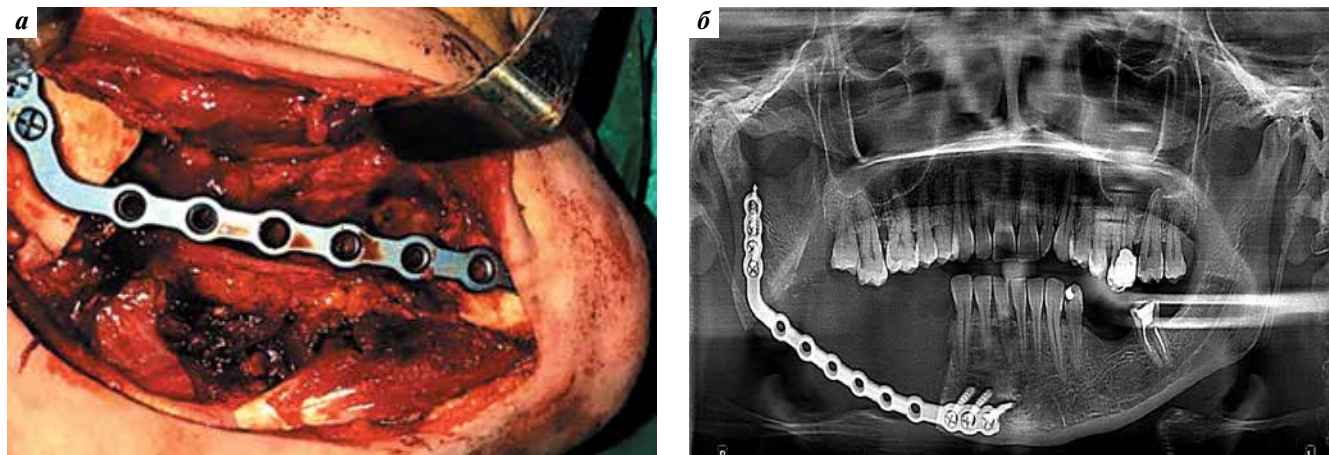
Установлена реконструктивная пластина для восстановления целостности нижней челюсти: а — интраоперационная фотография; б — ортопантомография
